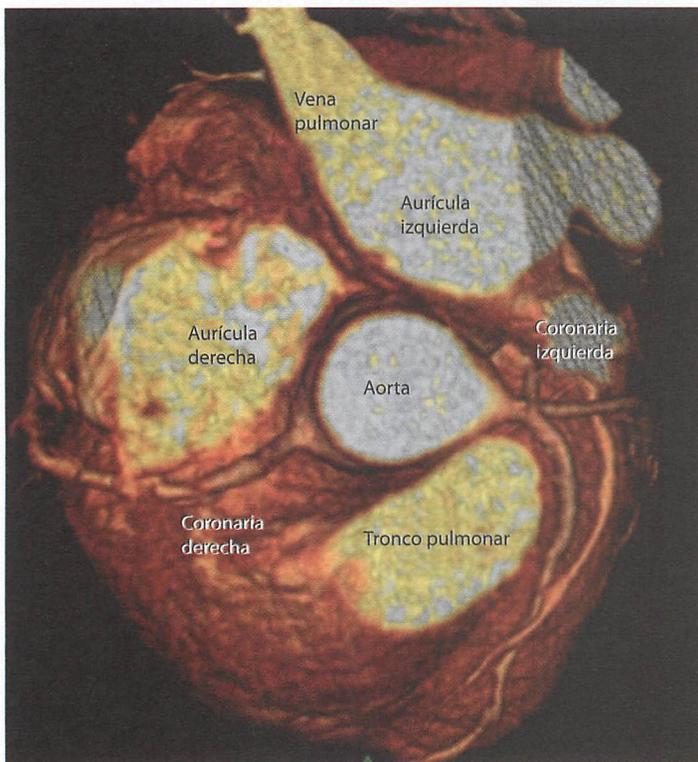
Angiografía coronaria con TC multicorte
